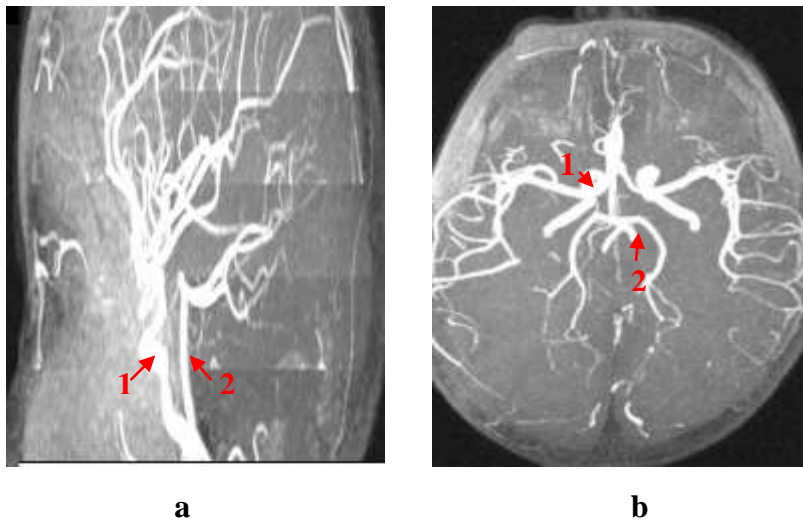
Polygone de willis normal à l'angio-IRM 3D TOF [28]
